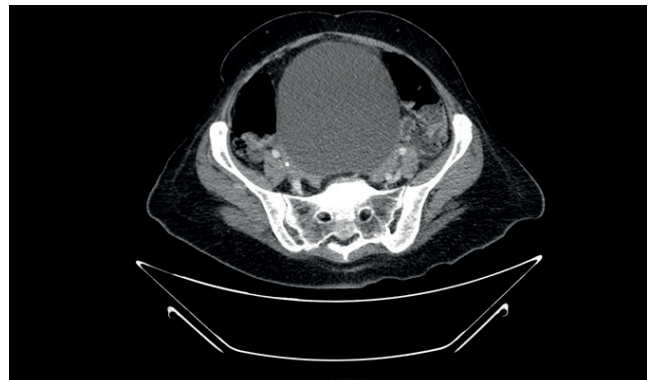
TAC abdomen y pelvis: marcada distensión vesical, compatible con retención aguda de orina.
